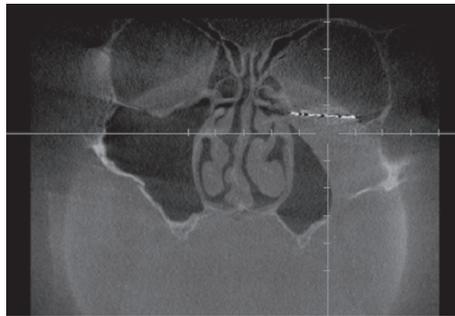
Компьютерные томограммы ОНП больного 63 лет.
